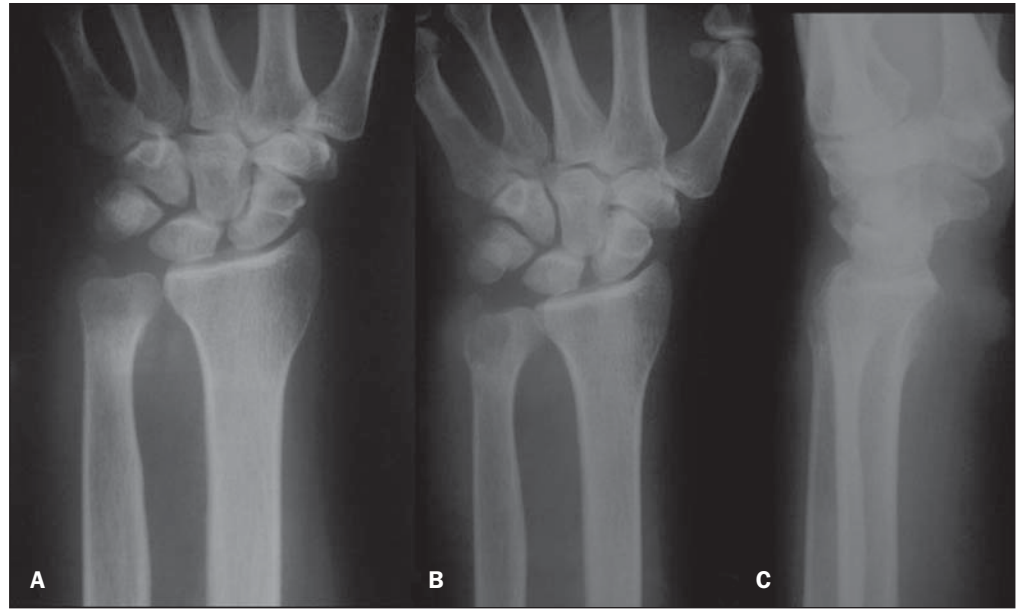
Radiografias simples de punho. A: Primeira radiografia do punho direito mostra discreta redução da densidade óssea na ulna distal e espaços articulares preservados. B,C: Radiografias nas incidências anteroposterior e perfil do punho obtidas um mês após identificam evidente área lítica ulnar distal.
